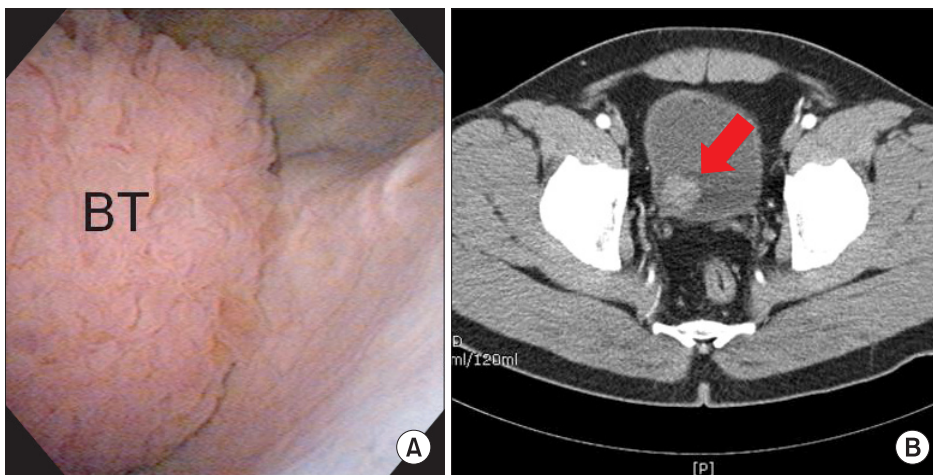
Non muscle invasive bladder cancer. (A) Cystoscopy reveals papillary bladder tumor (BT), located lateral to the left ureteral orifice. (B) The bladder mass (arrow) is detected in computed tomography on the left posterior wall of the urinary bladder with enhancement. BT, bladder tumor.
